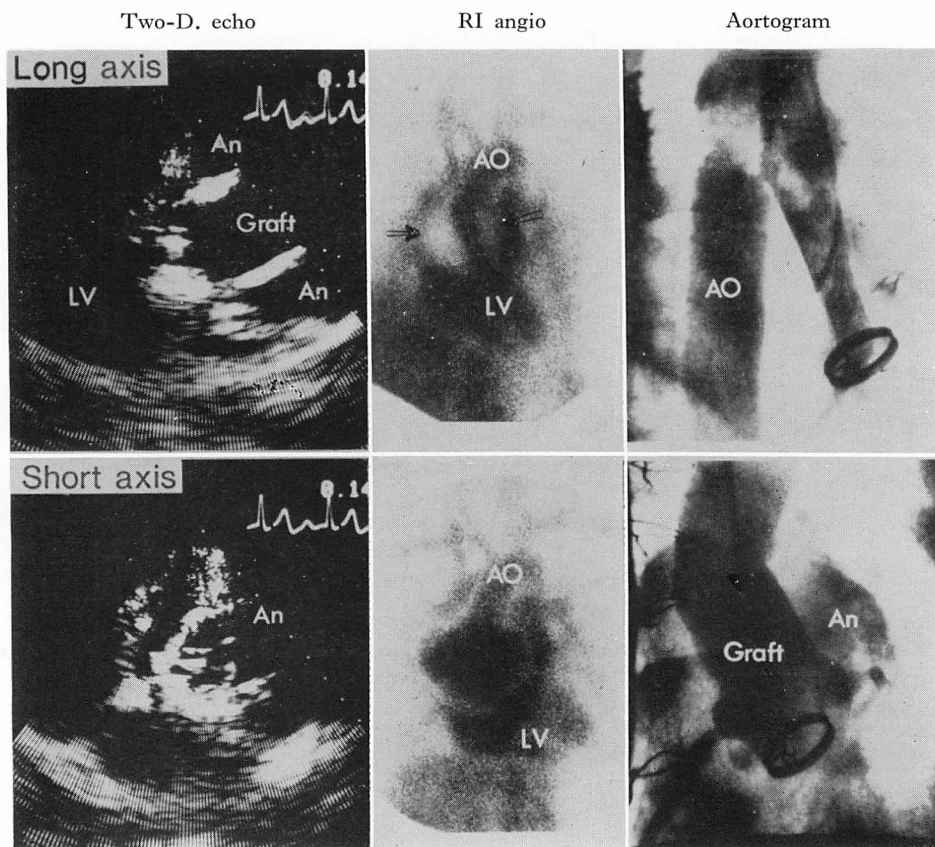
Two-dimensional echocardiograms (left), RI angiograms (middle) and aortograms (right) from a patient with a leakage in the perivalvular aneurysm.
